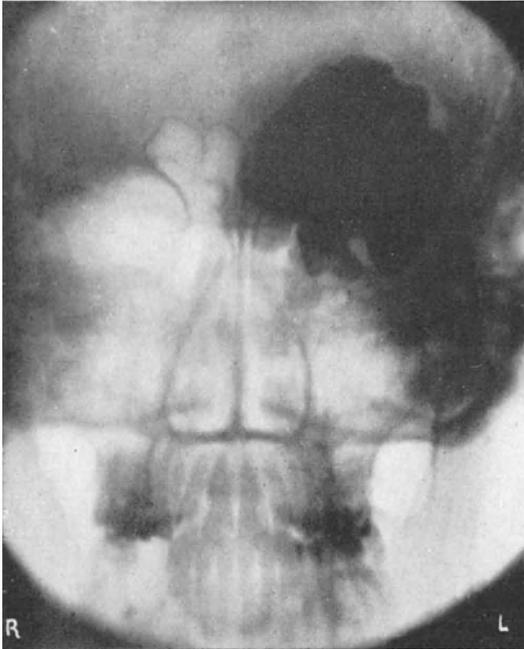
Röntgenbild der in Abb. 4 dargestellten Patientin.
